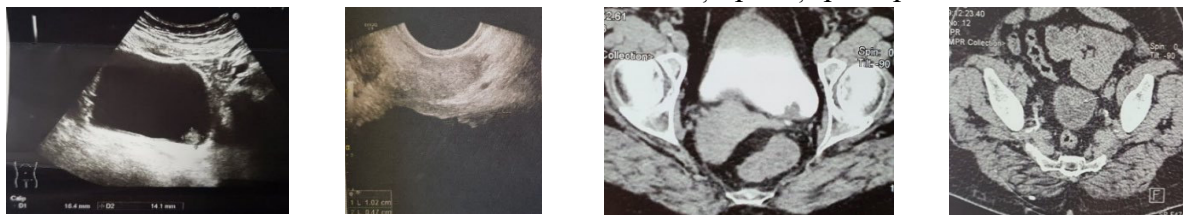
Exemple de USG și TC a vezicii urinare
